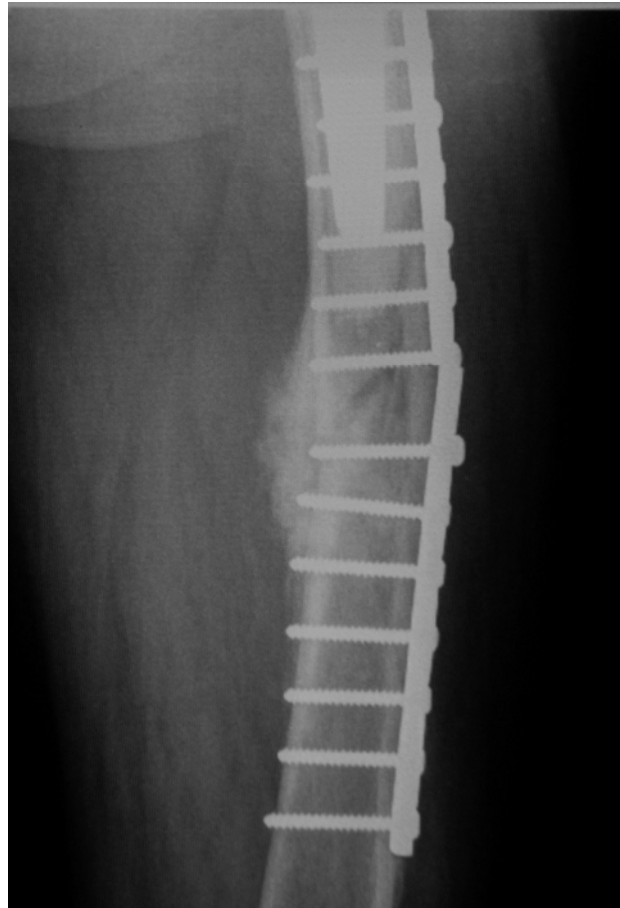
Röntgenbild sieben Monate postoperativ mit Plattenbruch, hypertropher Pseudarthrose und resultierender Achsfehlstellung in Varus
